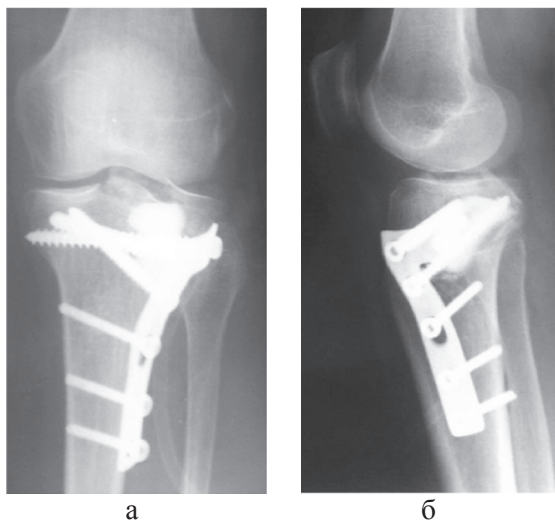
Рентгенограммы левого коленного сустава больной Б., 34 года, в прямой (а) и боковой (б) проекциях при поступлении: отмечается импрессионный перелом наружного мыщелка БК (B2.2; Schatzker III)
